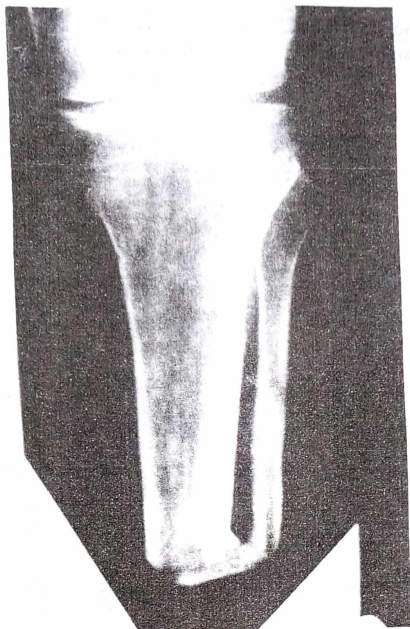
Фото рентгенограми. Реампутація кукси гомілки з формуванням синостозу за рахунок трапецієподібного трансплантату. Термін 8 років після операції.
